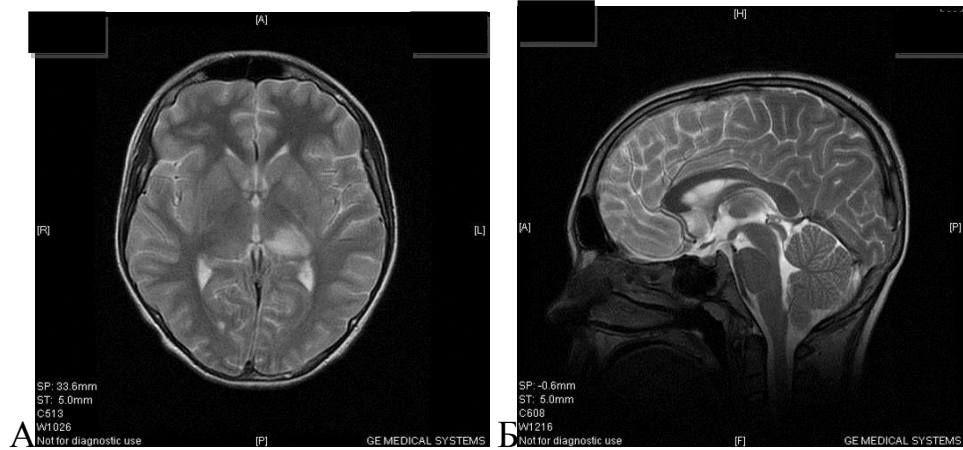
МРТ головного мозга пациента Г., 15 лет. История болезни № 2707, 2017 г. Диагноз: Клещевой энцефалит, острый период. А) Очаг в области левого таламуса. Т2-ВИ, аксиальная плоскость. Б) Отсутствие атрофии структур задней черепной ямки. Т2-ВИ, сагиттальная плоскость
